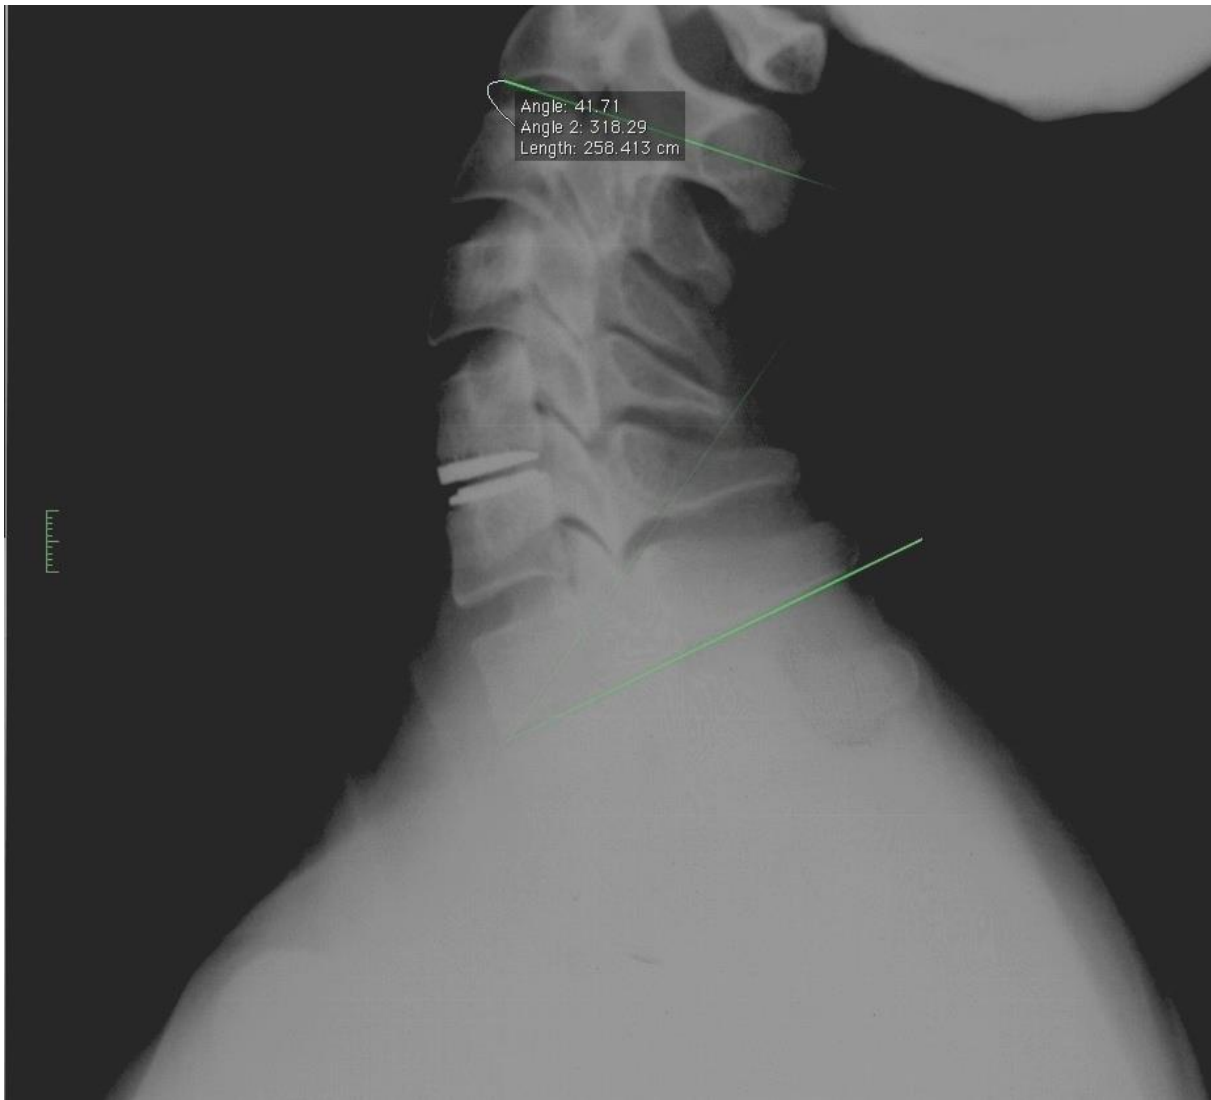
Mjerenje Cobbova kuta vratne kralježnice na prijeoperacijskim radiografskim snimkama prilikom fleksije, pomoću programa OsiriX Imaging Software
